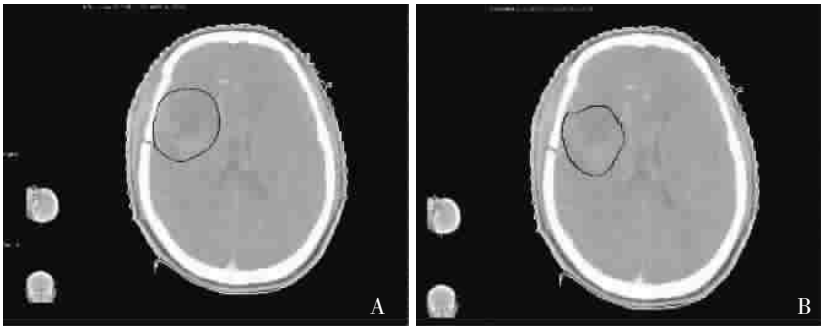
定位 CT 和同一层面的 MRI-CT 融合图像上勾画的 CTV
